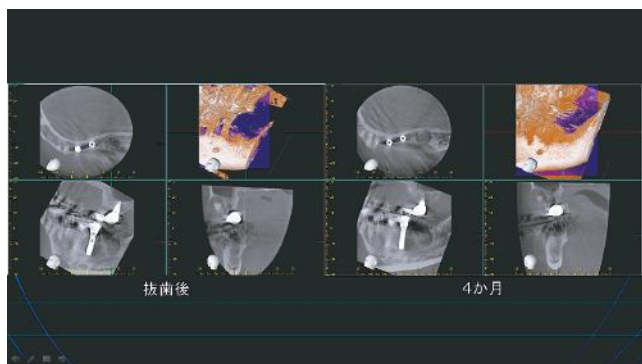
抜歯4か月経過後においてもCT所見で抜歯窩が残っている。
